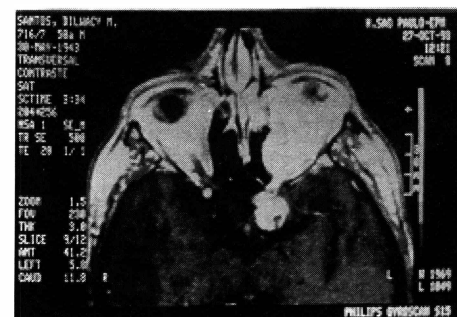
Ressonância nuclear magnética onde se observa glioma de nervo óptico com extensão para a região quiasmática homolateral, utilizando-se contraste. (Gadolinio). Imagem em T1.
